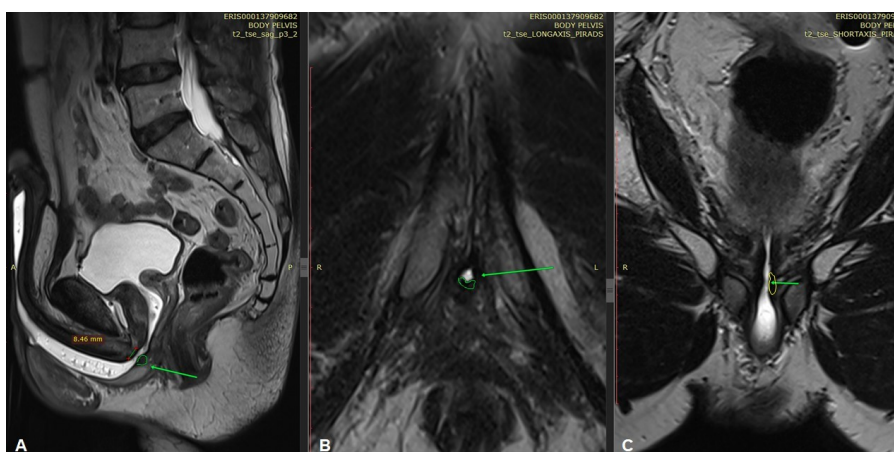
Спонгиоз при стриктуре бульбозной уретры (обведен желтой линией и указан стрелкой) по данным магнитно-резонансной томографии:
